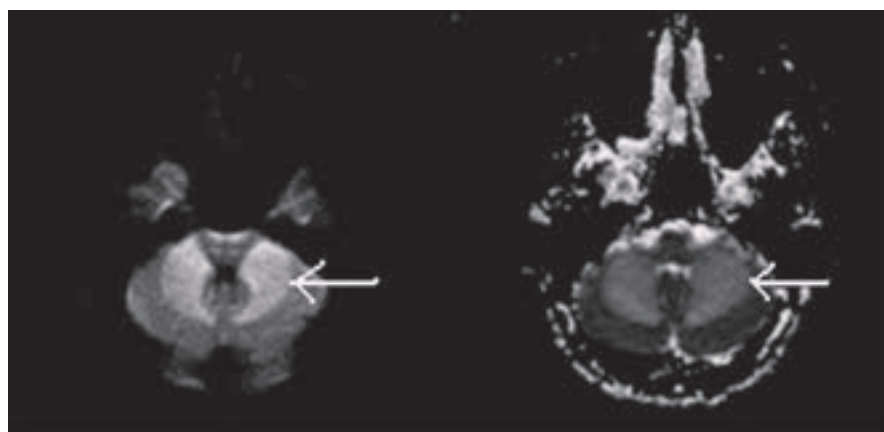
Vývoj změn u akutního mozkového infarktu na T2, DWI a ADC mapách.
